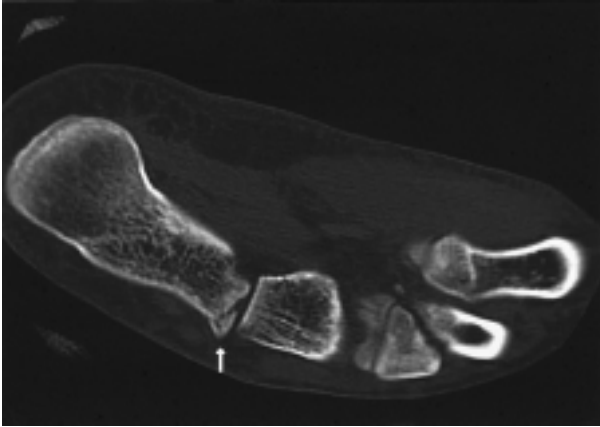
The CT scan shows the fracture of the anterior process of the calcaneus.
